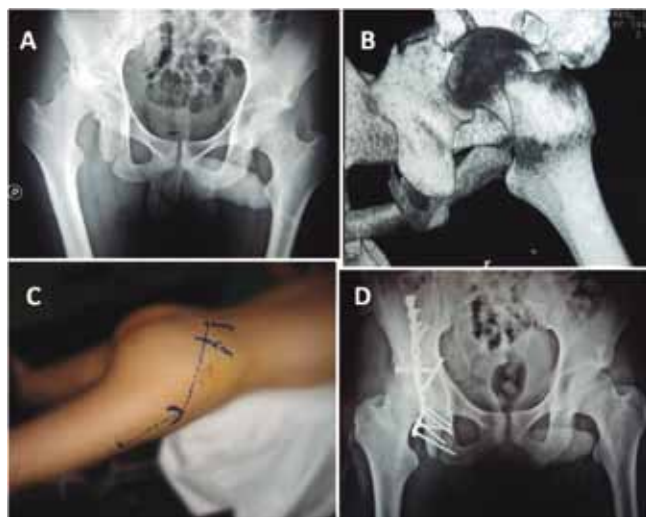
A: Radiografía AP de fractura de cótilo derecho en «T» tipo B2 de AO. B: Reconstrucción 3D. C: Vía de abordaje posterolateral. D: Control postquirúrgico.
